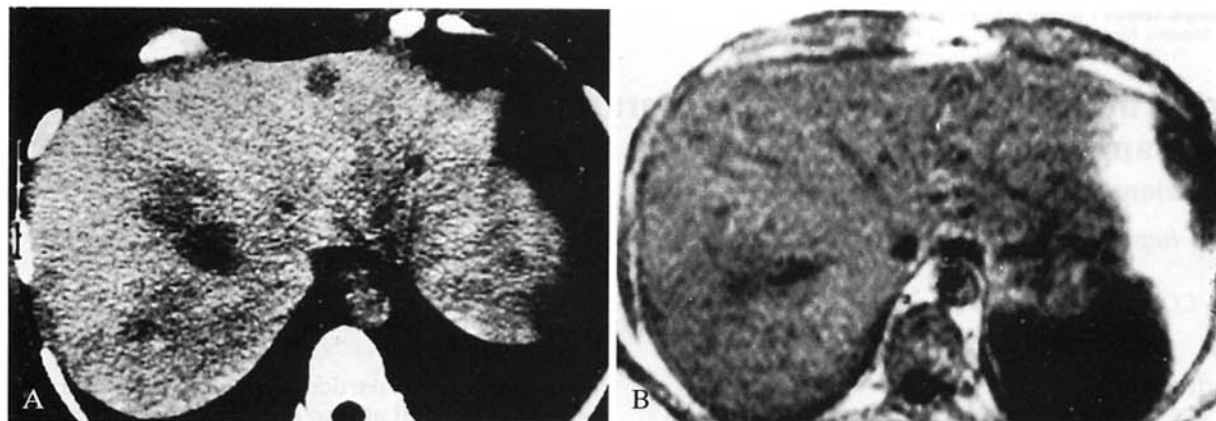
Caso 1. Lesioni peliotiche multiple in fegato steatosico. A) Scansione TC tardiva post-*mdc* che pone in evidenza plurime lesioni, tutte senza significativo enhancement. B) Scansione RM IR (TR 1028, TE 20, TI 210 ms) che non pone in evidenza alcuna lesione. *Case 1. Multiple peliotic areas on fatty liver degeneration. A) Late enhanced CT scan: hypodense non-enhancing lesions are demonstrated in both hepatic lobes. B) MRI: IR (TR 1028, TE 20, TI 210 ms): no evidence of focal liver disease.*
